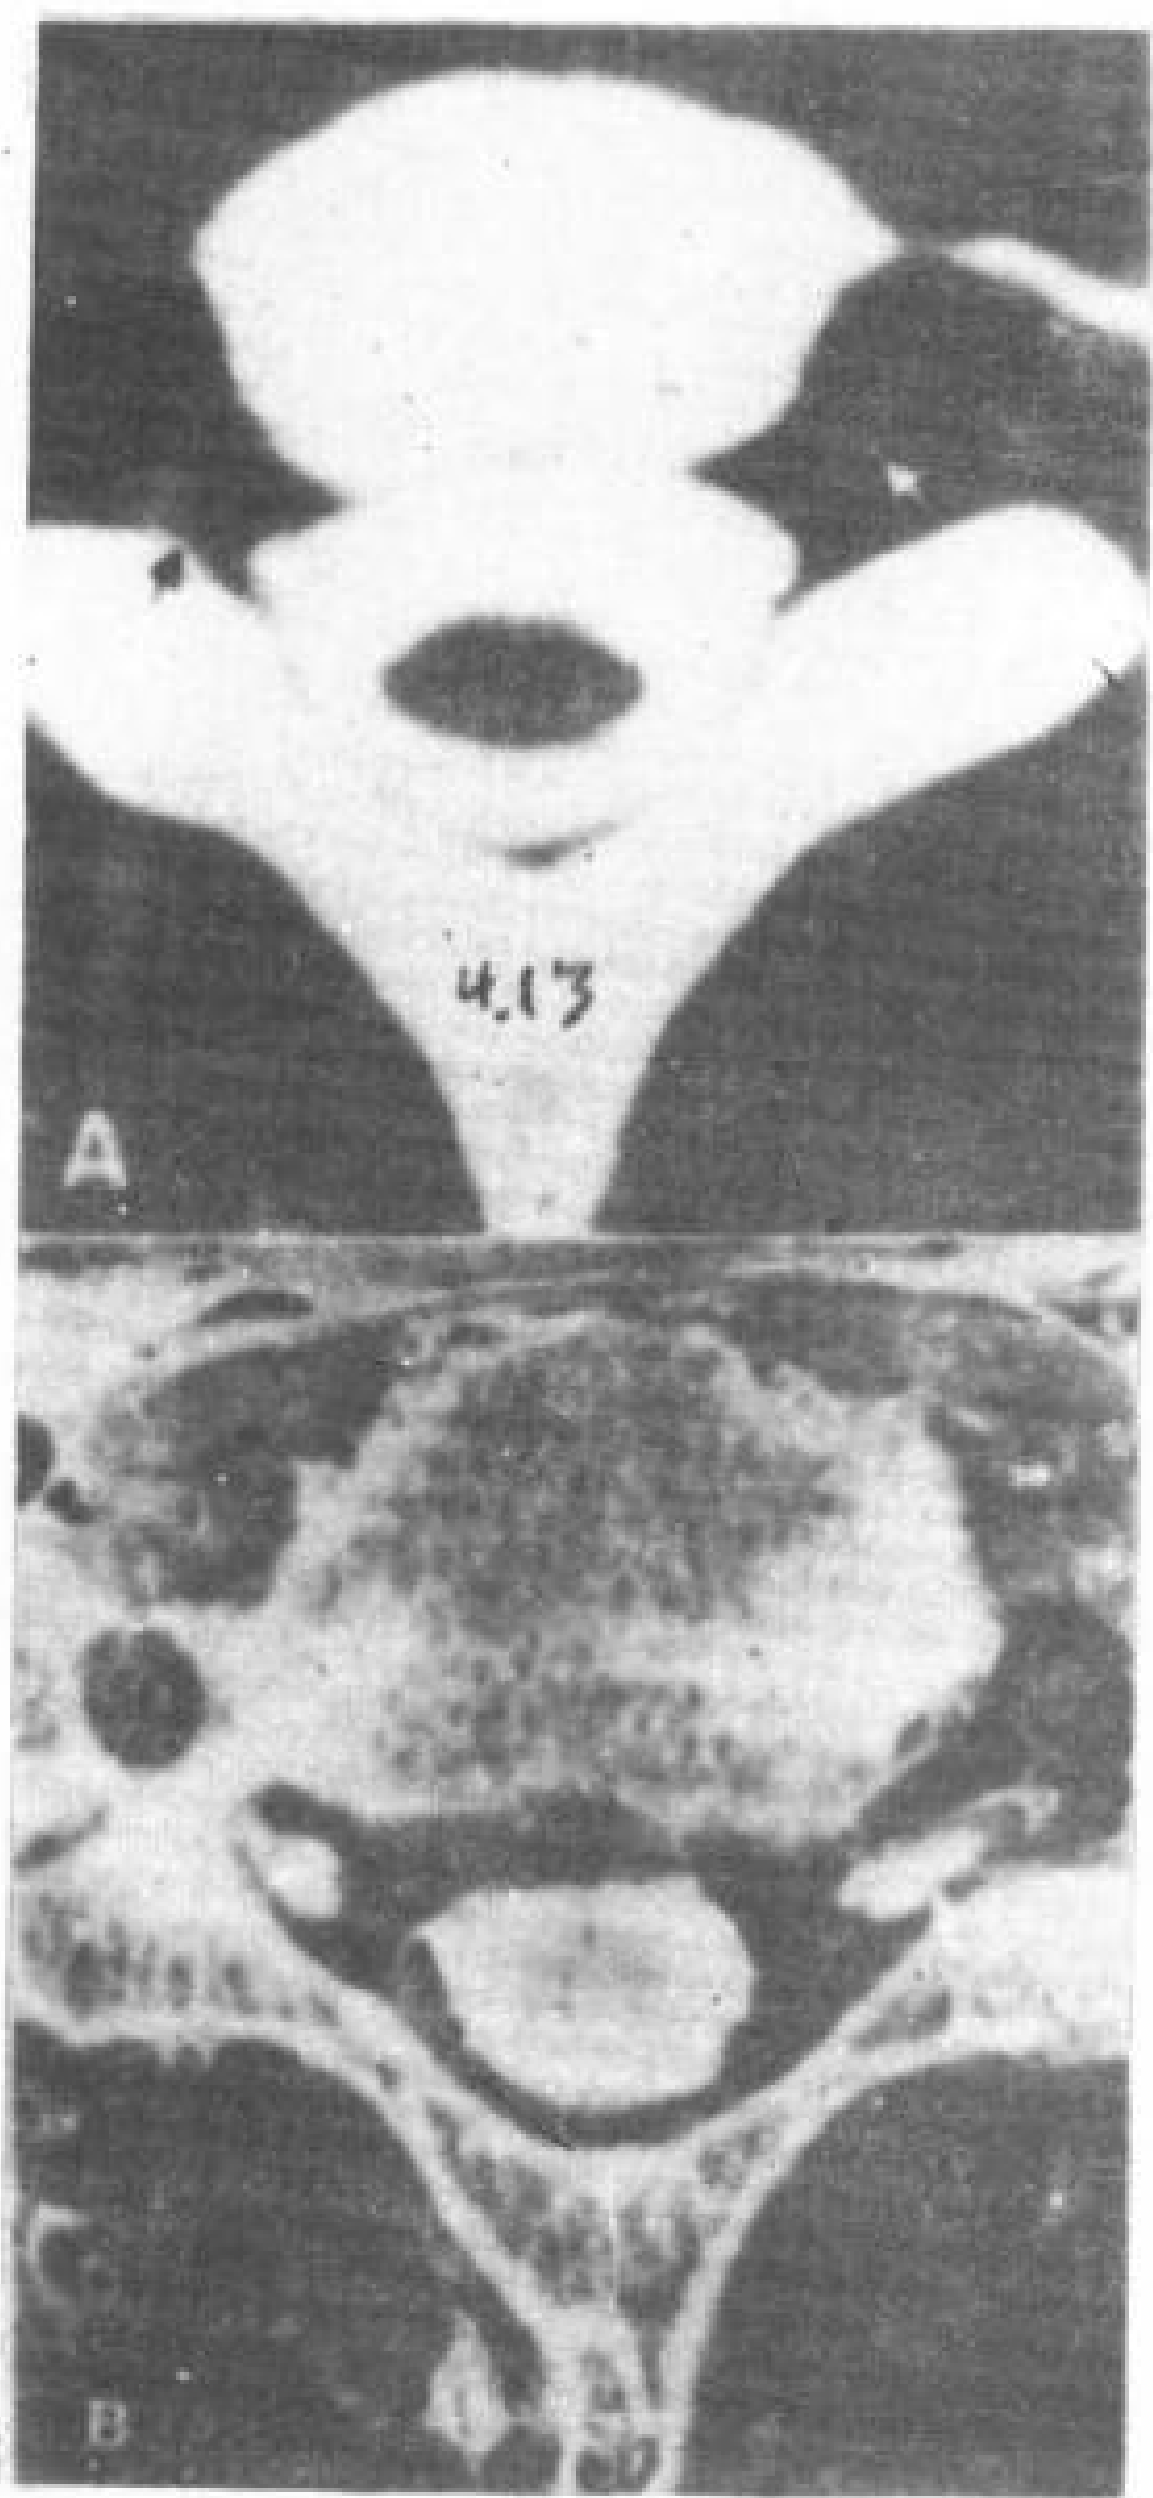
A. C<sub>7</sub> 蛛网膜下腔内注射造影剂后 CT 检
